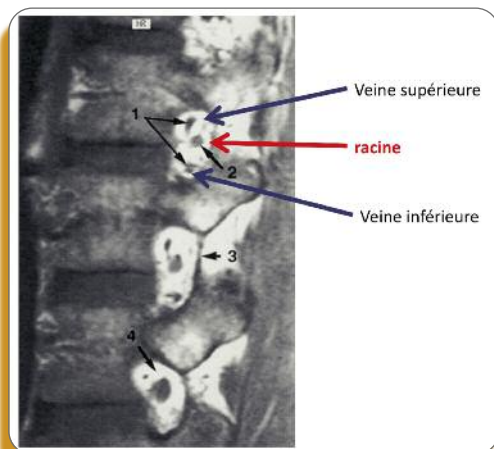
Les veines foraminales sont rarement bien vues sur les coupes sagittales d'IRM.
